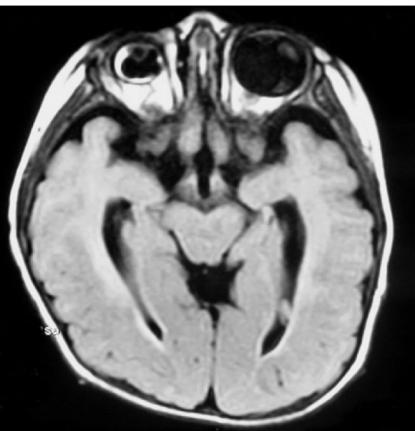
水平向眼球-中脑水平颅脑MRI(T1相)示右侧小眼球,左眼球玻璃体质地不均,其内见斑片状信号影。大脑皮层增厚,脑回少,脑室周围白质发育不良。
